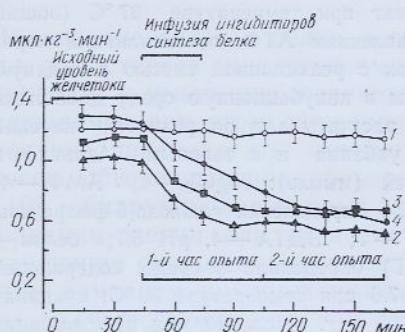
Изменение объемной скорости желчевыделения при инфузии ингибиторов синтеза белка:
